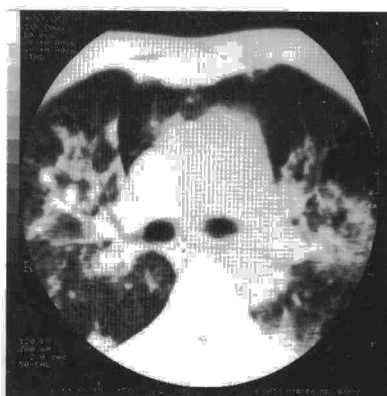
Imagen de TAC torácica. Se aprecia edema pulmonar bilateral y enfisema mediastínico.
